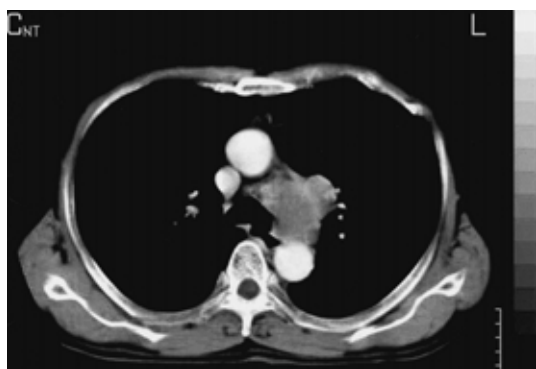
Chest CT scan on admission showing a mass under the aortic arch with mediastinal lymph node swelling.
